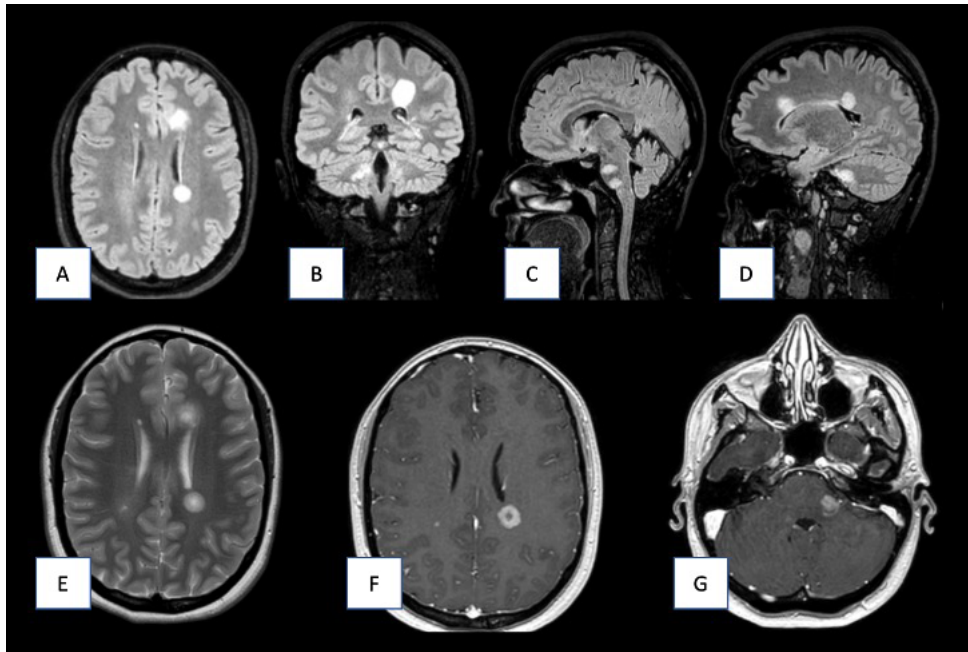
RM cerebral en los tres planos del espacio en diferentes secuencias al momento del diagnóstico. A y B) RM cerebral corte axial (A) y sagital (B) secuencia FLAIR. Se objetiva hiperintensidades nodulares en la sustancia blanca periventricular. C y D) RM cerebral corte sagital secuencia FLAIR. Afectación a nivel del troncoencéfalo (C) con presencia de dos lesiones ovoideas marcadamente hiperintensas, que también son visibles en cuerpo caloso y cerebelo (D). E) RM cerebral corte axial T2. Se objetiva hiperintensidades nodulares en la sustancia blanca periventricular. F y G) RM axial con contraste paramagnético, donde se evidencia captación de contraste de manera periférica de las lesiones antes descritas.
